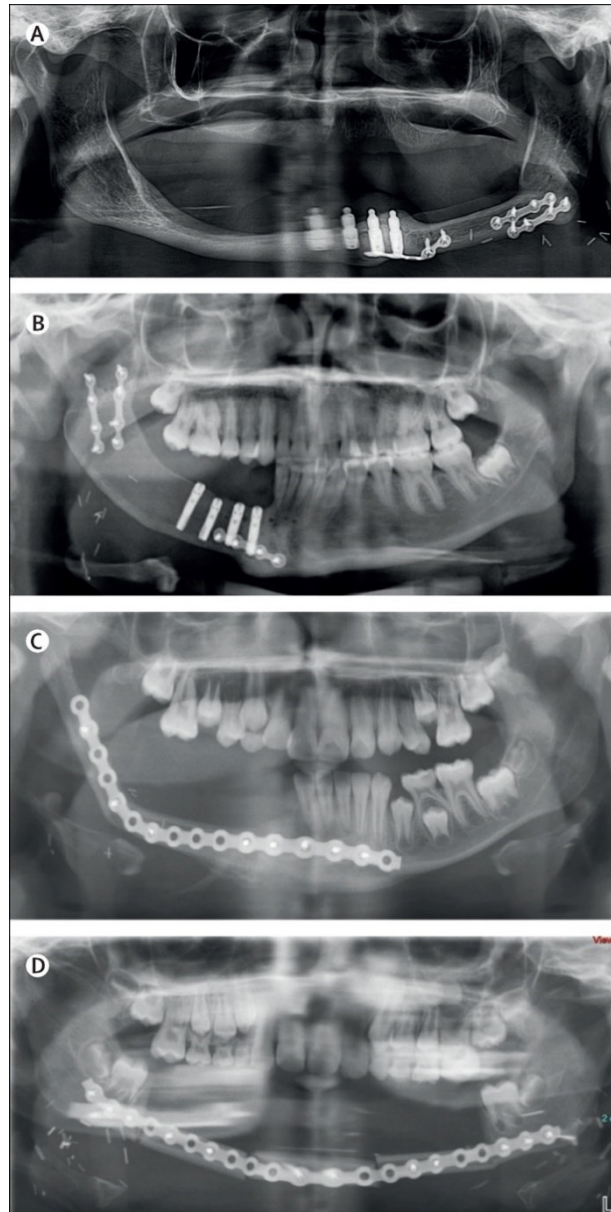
Ortopantomografias pós-operatórias de defeitos mandibulares classe I-III: (A) Classe I, reconstrução da fibula sem osteotomia e implantes secundários na região da mandíbula não reconstruída. (B) Classe II, mandíbula reconstruída com crista ilíaca não osteotomizada e implantes secundários. (C) Paciente classe IIc, pediátrico (11 anos) após ressecção mandibular de fibroma desmoplástico reconstruído com retalho de fibula com osteotomia única. (D) Classe III, paciente pediátrico (7 anos) após ressecção mandibular devido a ameloblastoma reconstruído com fibula e duas osteotomias (25) (com permissão da Elsevier, Copyright 2016).
